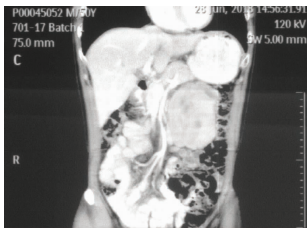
CT 所示副神经节瘤 (箭头所示为瘤体)
